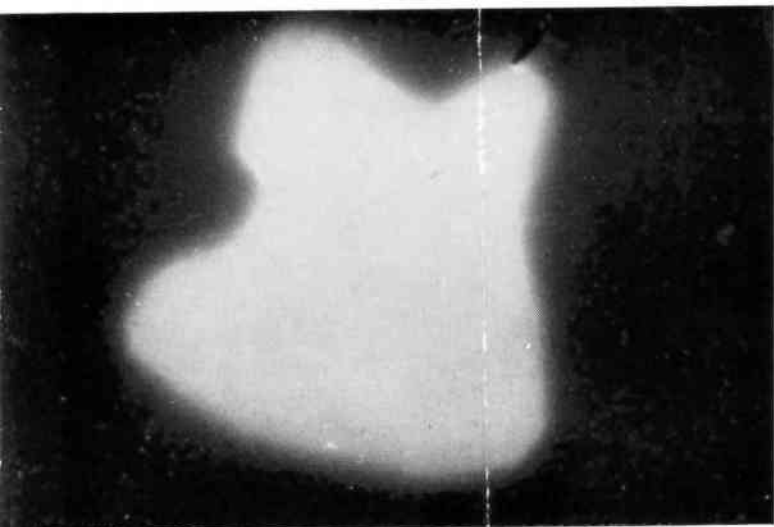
Autoradiographie de l'applicateur confectionné avec la nouvelle méthode. Homogénéité parfaite.
